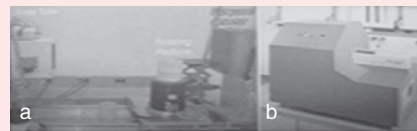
应用小动物/生物标本 CBCT 成像机器图
